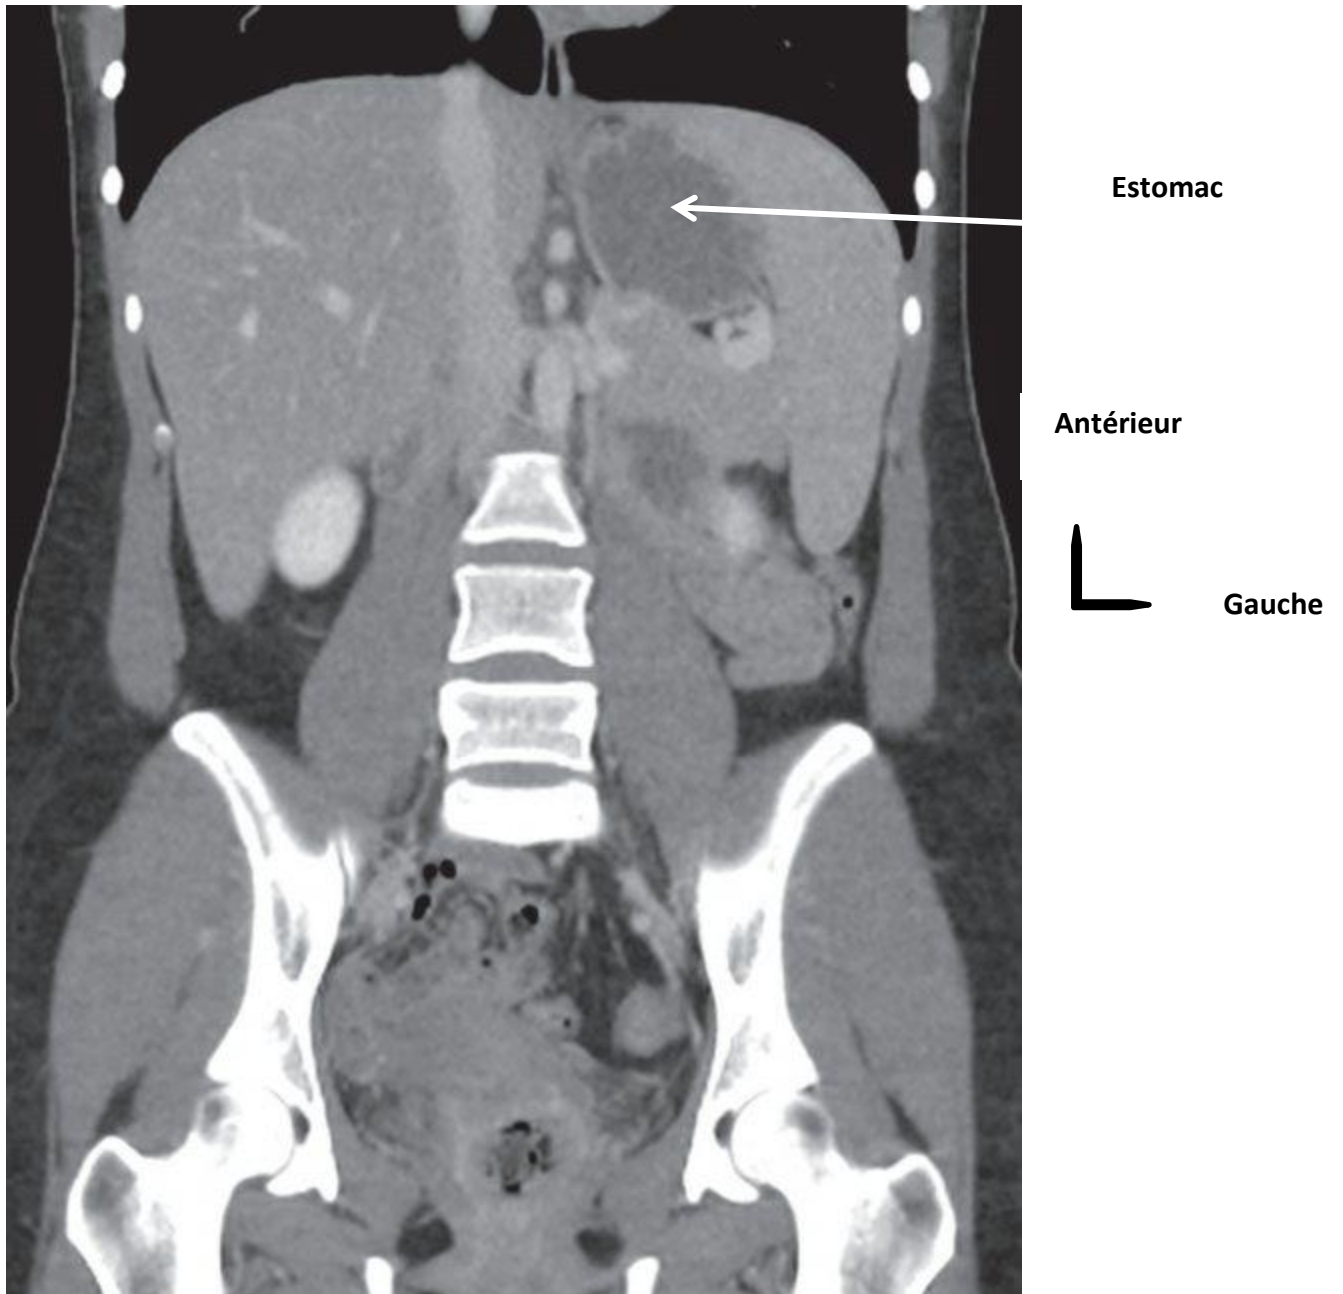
TDM reconstruction coronale en fenêtre mou (aspect normal de l'estomac)[20].
